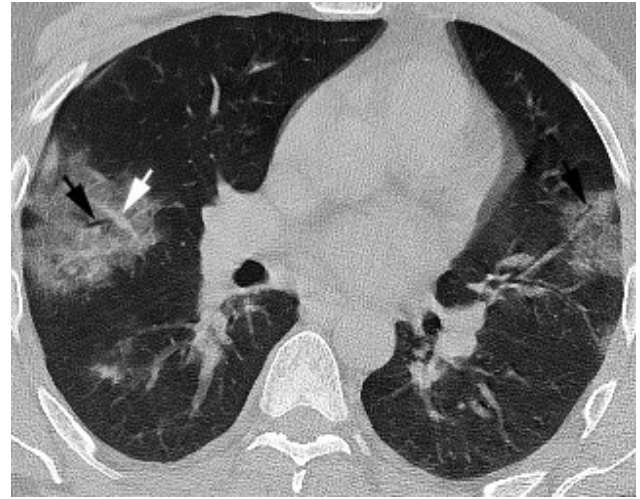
Elli yaşında kadın hastada semptomların başlangıcından 8 gün sonra alınan Toraks BT ardışık aksiyel kesitler (a) ve (b), ile koronal kesitlerde (c) bilateral, orta ve alt loblarda daha belirgin, kaldırım taşı bulgusu ile uyumlu interlobüler ve intralobüler septal kalınlaşmaların süperpoze olduğu yaygın buzlu cam opasiteleri (beyaz ok a) izleniyor.
